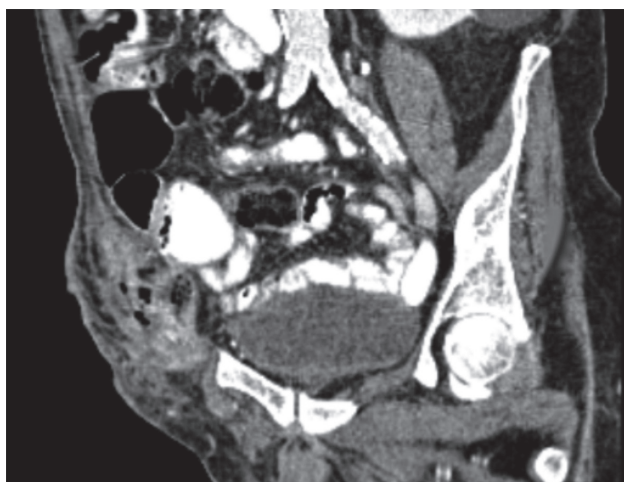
TC abdominal en plano sagital: extravasación de contraste oral y absceso de $4 \times 4 \times 6$ en región inguinal.
